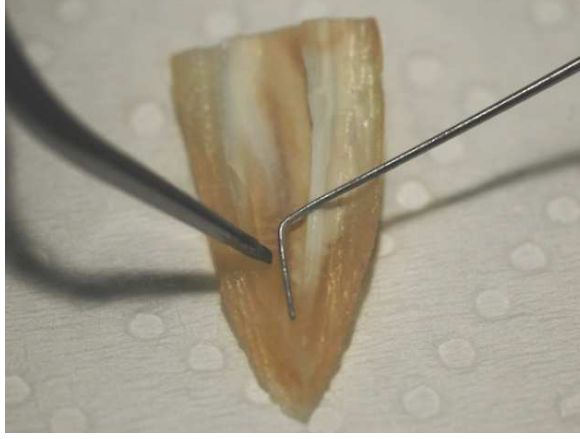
Modifiye edilerek keskinleştirilen ultrasonik uç
